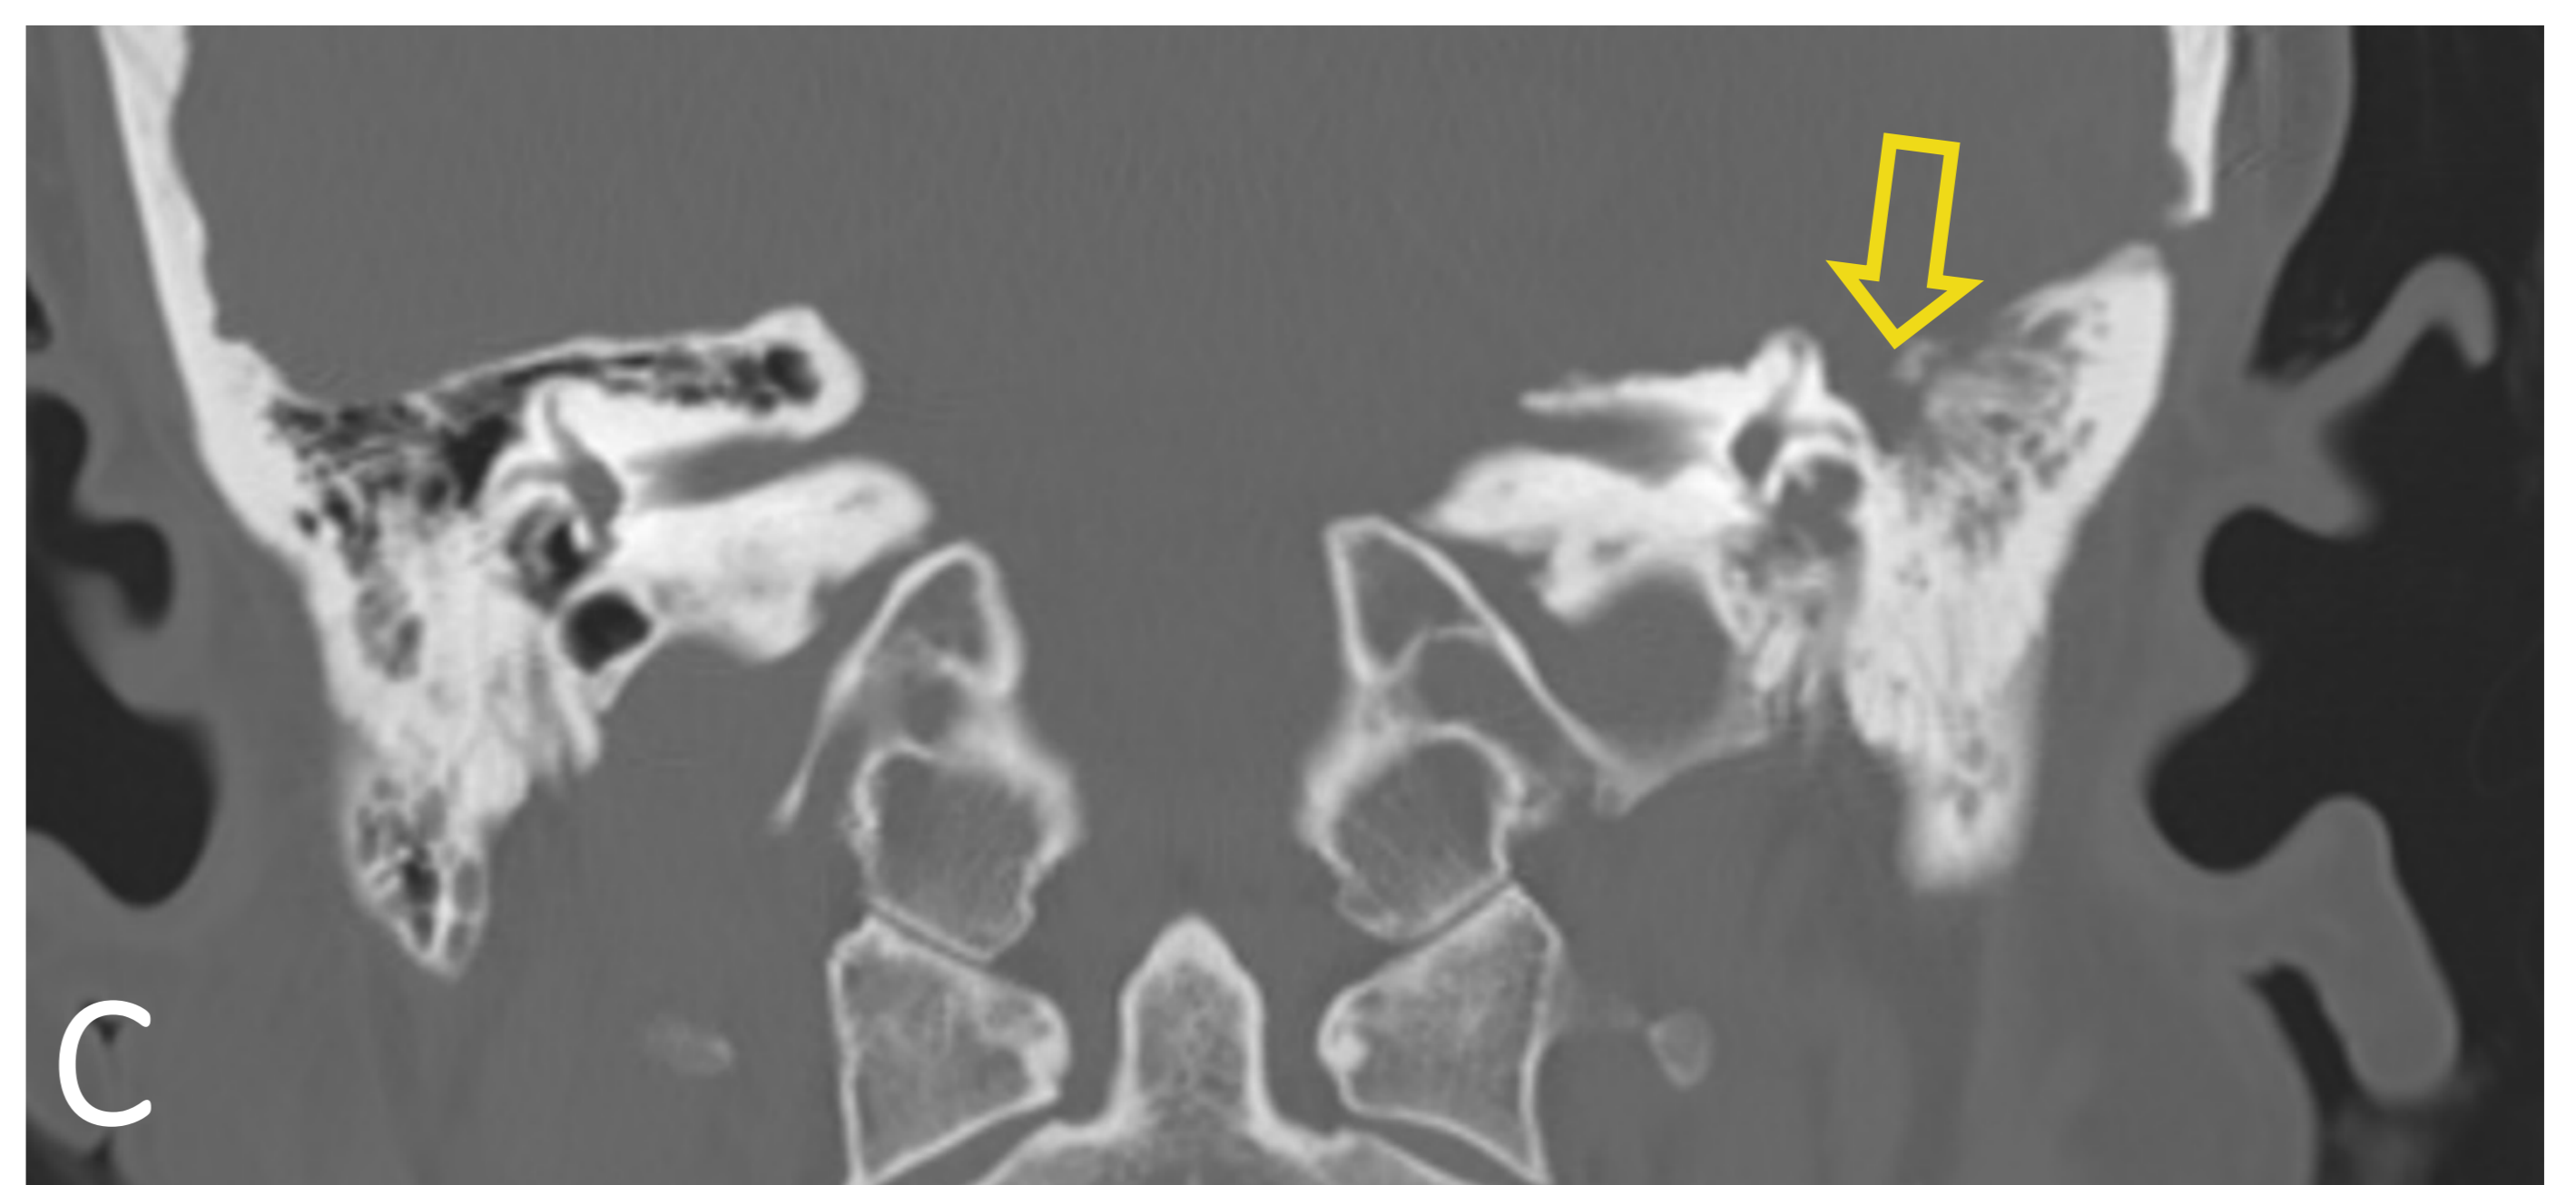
TC coronal con filtro óseo. Cambios tras resección de schwannoma intracanalicular con defecto posquirúrgico del tegmen tympani (flecha hueca)
